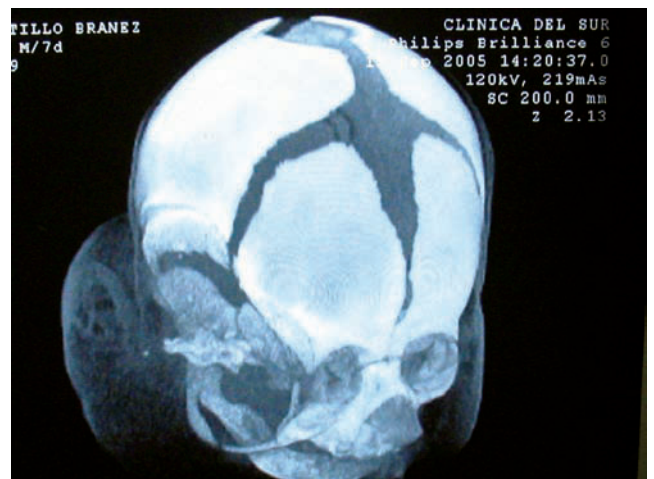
TAC tridimensional tangencial que muestra la relación del tumor con el macizo cráneo facial.
